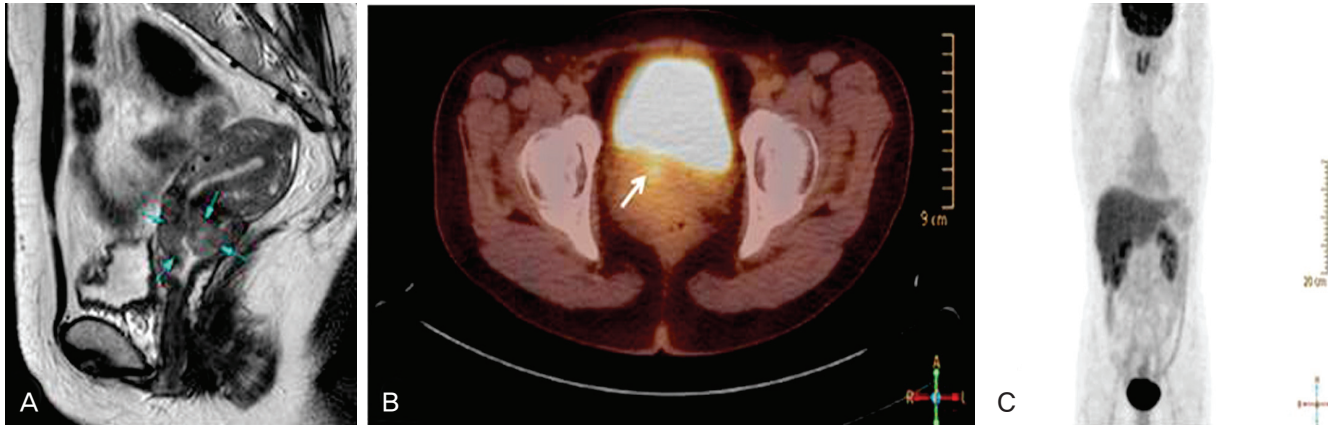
Radiologic findings of the cervical tumor. (A) Pelvic magnetic resonance imaging shows the mass with increased signal intensity in the endocervical area of uterus. (B, C) Positron emission tomography (PET)/computerized tomography images show a hypermetabolic focus on lower uterine cervix. Note no evidence of distant tumor metastasis on PET scan.
